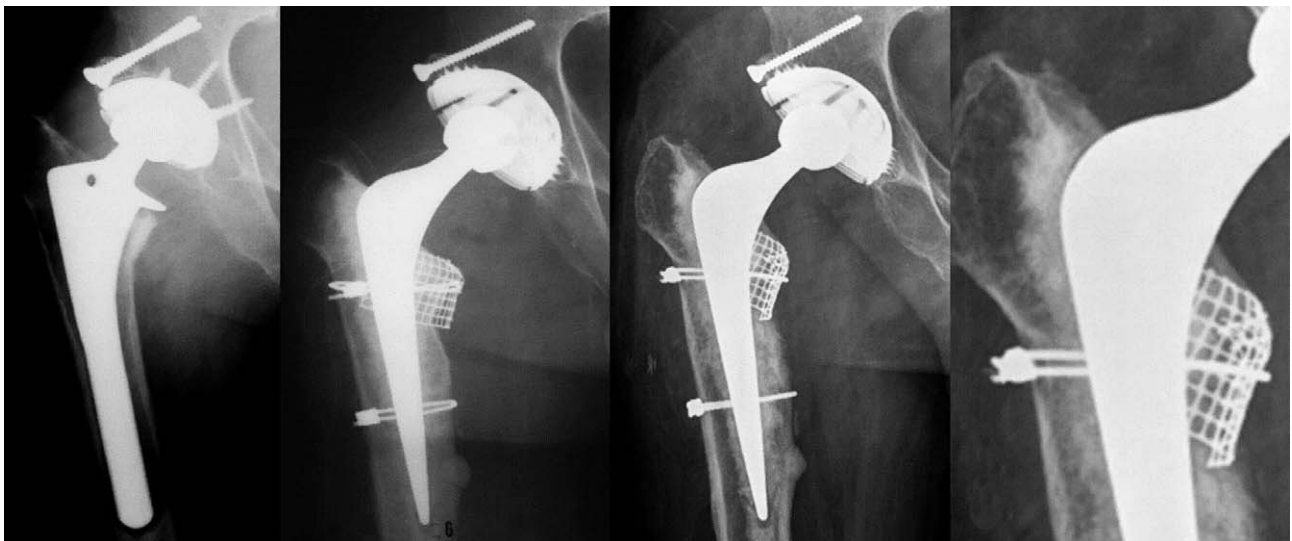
(A) Preoperative anteroposterior radiograph of a 65-years-old male demonstrating widening of the medullary cavity by expansion of the upper femur. (B) Anteroposterior radiograph immediately after a revision total hip arthroplasty which a femoral reconstruction with impacted morselized allograft and cemented stem. (C, D) At 5 years, postoperative radiograph showing 3 mm subsidence, trabecular remodeling of the grafts, no loosening, no osteolysis and Harris hip score was 90 points.
